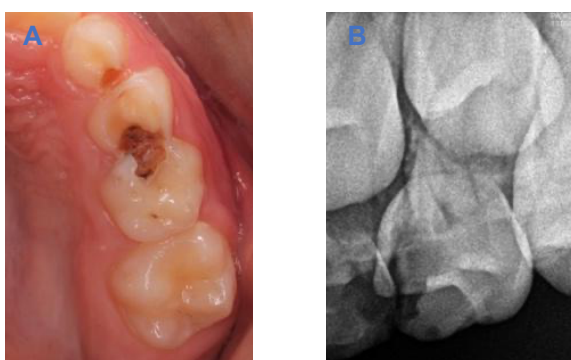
Fotografía y radiografía inicial
